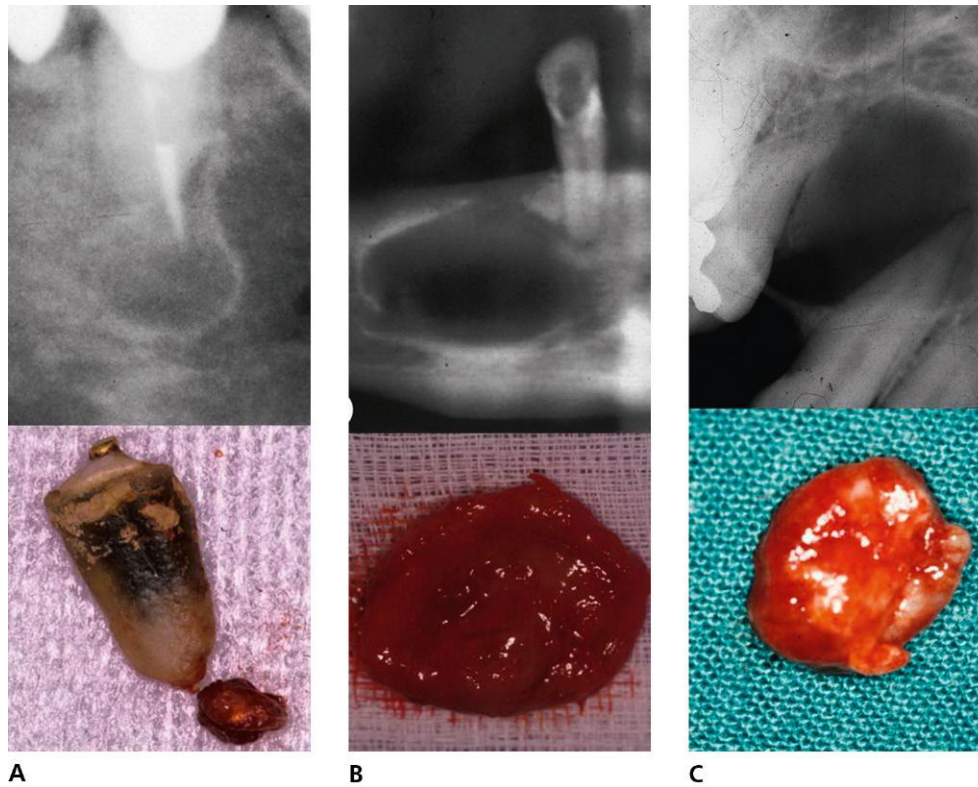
A. Quiste periapical verdadero. B. Lateral. C. Residual con sus cápsulas correspondientes.
